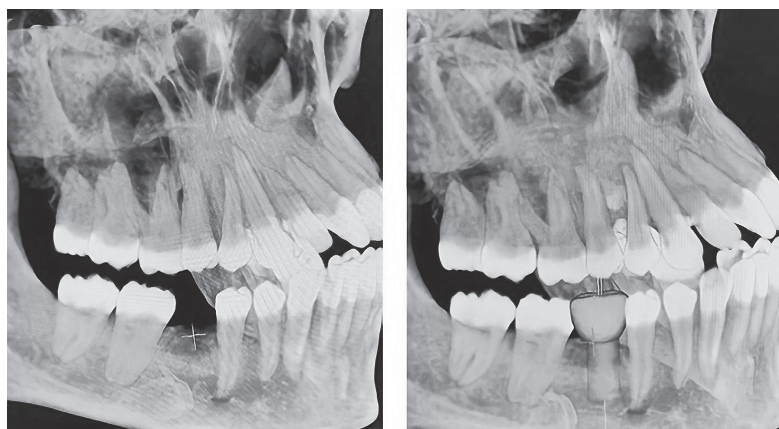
Позиционирование будущей имплантации на КТ
